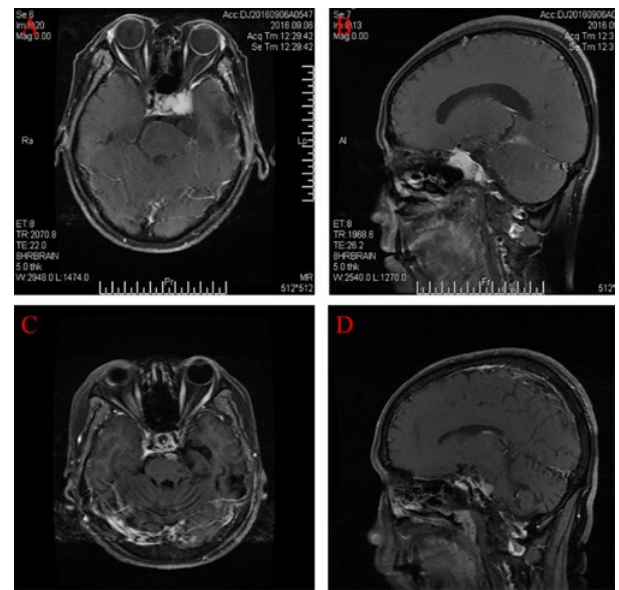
海绵窦型岩斜区脑膜瘤 Kawase 入路手术前后 MRI
